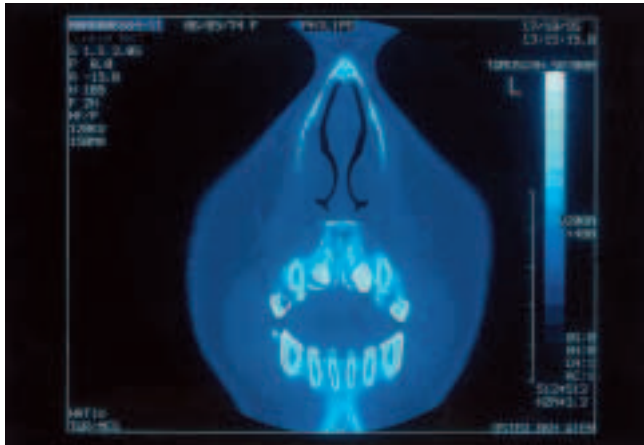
Coronale Computertomographie. Auch hier sind keine Wurzelresorptionen erkennbar.
